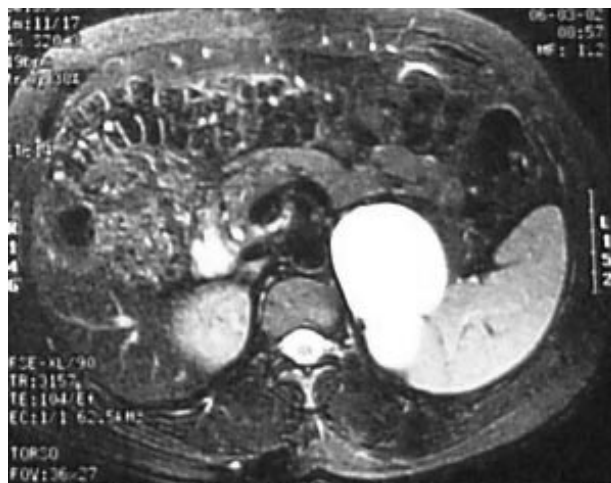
Imagen de pseudoquiste de la glándula adrenal izquierda visto en la RMN.
